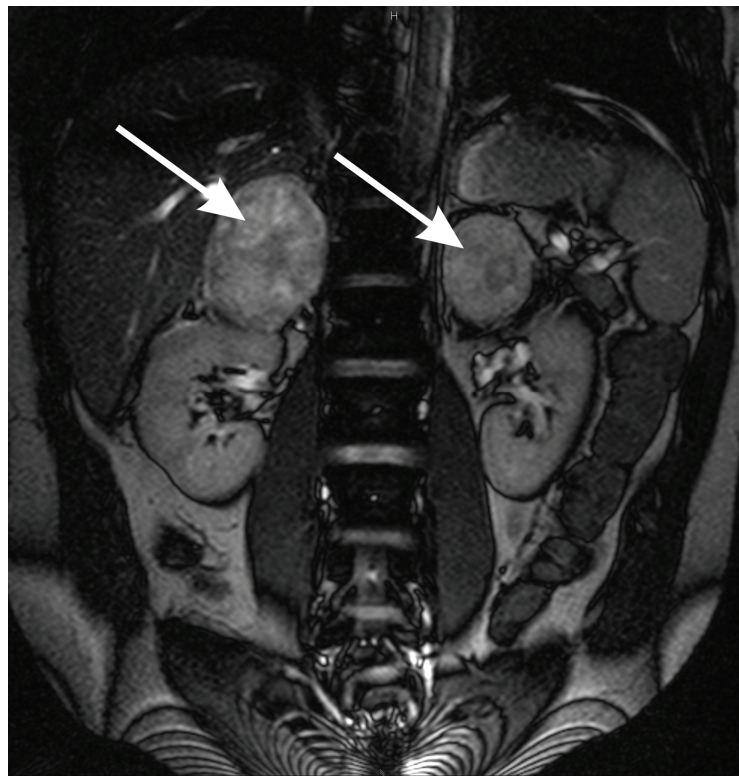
MRT Befund. Die Pfeile zeigen auf die beidseitigen Phäochromozytomen.
